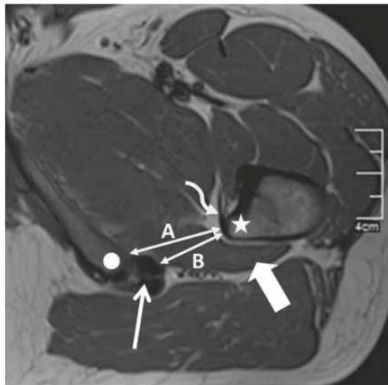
IRM de la hanche physiologique : coupe axiale pondérée en T1, d'après Schatteman (26)
